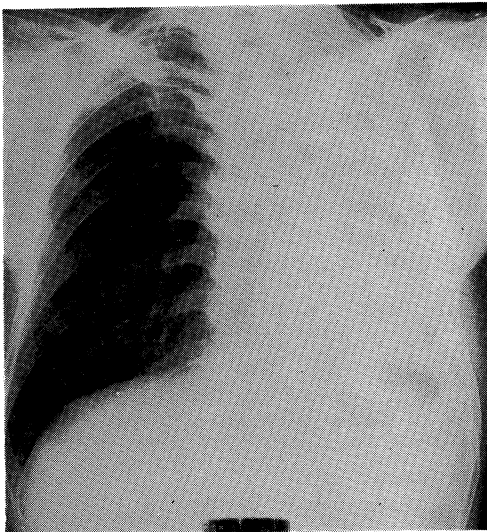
Chest radiograph of case No. 4, showing left total opacity accompanying mediastinal shift to left side.
